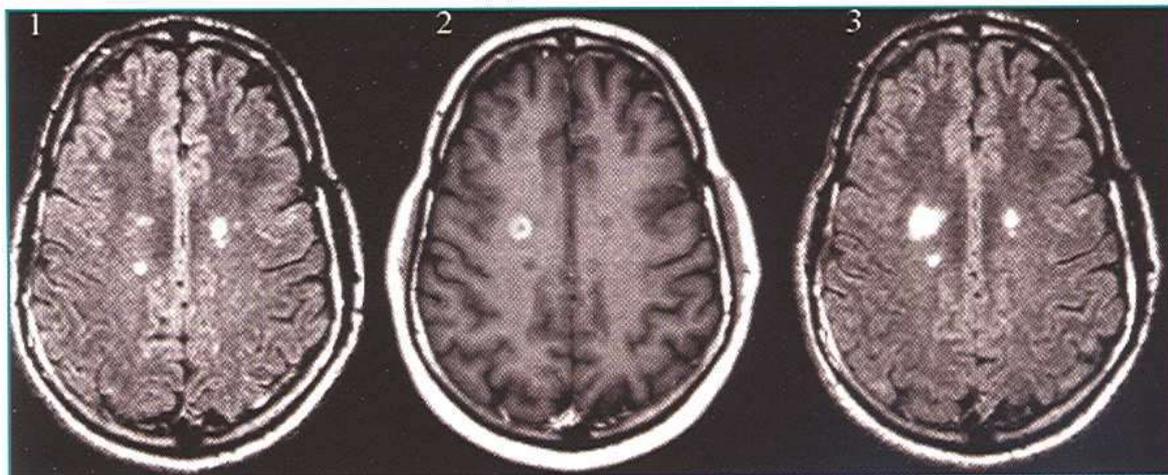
IRM dissémination temporelle [63]
